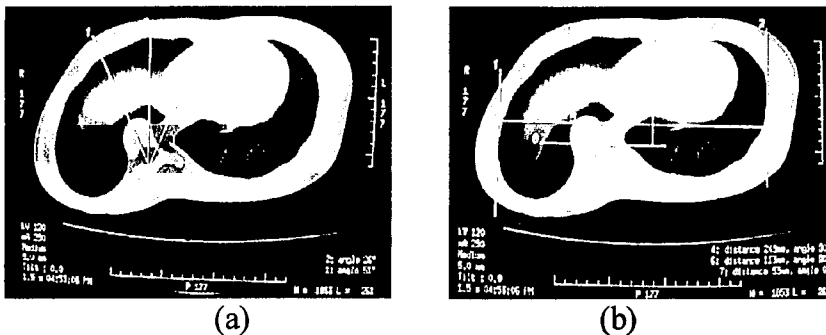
Cortes de TAC de doente com escoliose idiopática, revelando a rotação vertebral (a) e a translação anterior e lateral da vértebra apical (b).
